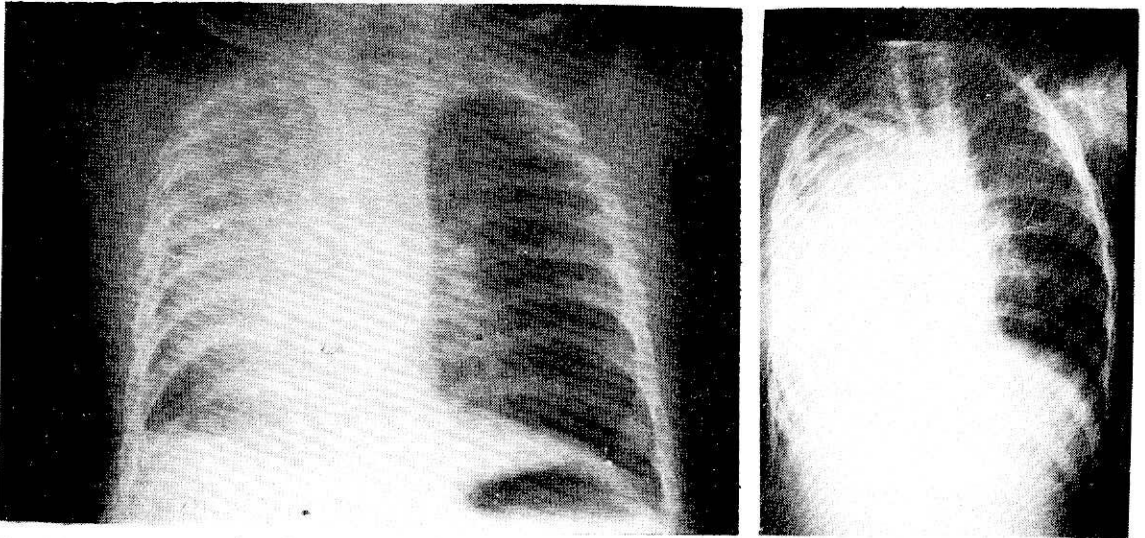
A) Observación N° 1. Radiografía simple a los 10 meses de operada. B) Observación N° 2. Radiografía simple al mes de operada.
